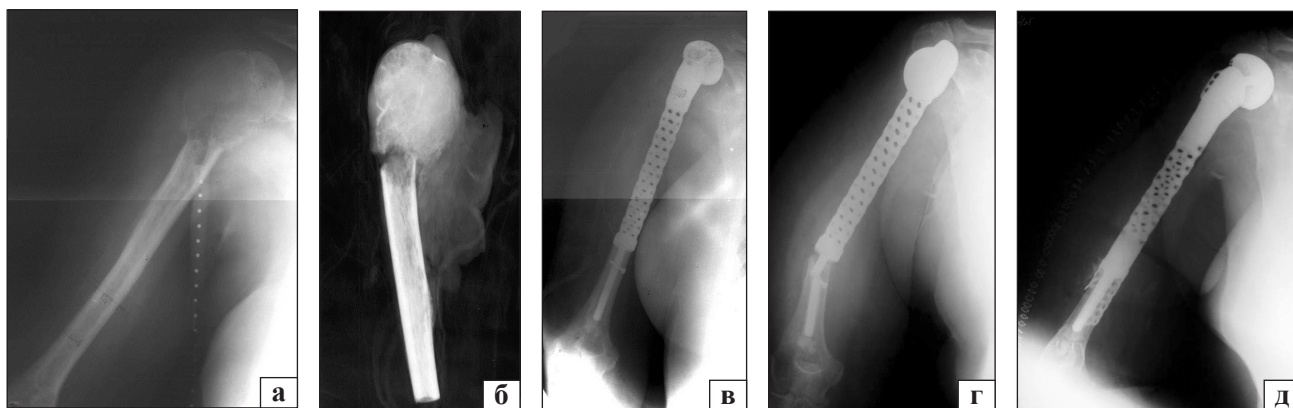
Фотовідбитки рентгенограм пацієнтки Р.: уражена плечова кістка (а); видалений сегмент ПВПК (б); рентгенограми після первинного встановлення ендопротеза (в), зі зламаною конструкцією (г), після ревізійного хірургічного втручання (д)
